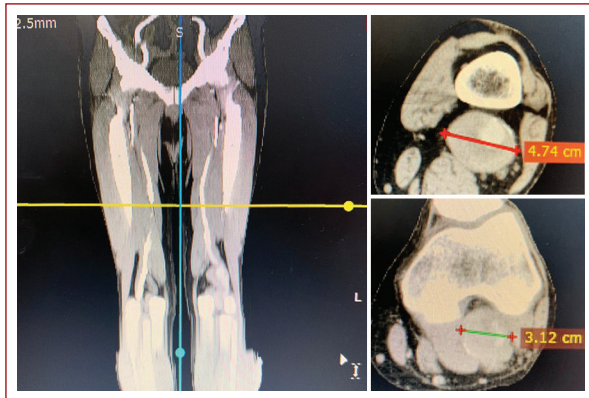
Angiotomografía con dos aneurismas de la arteria poplítea en P1 y P2.
